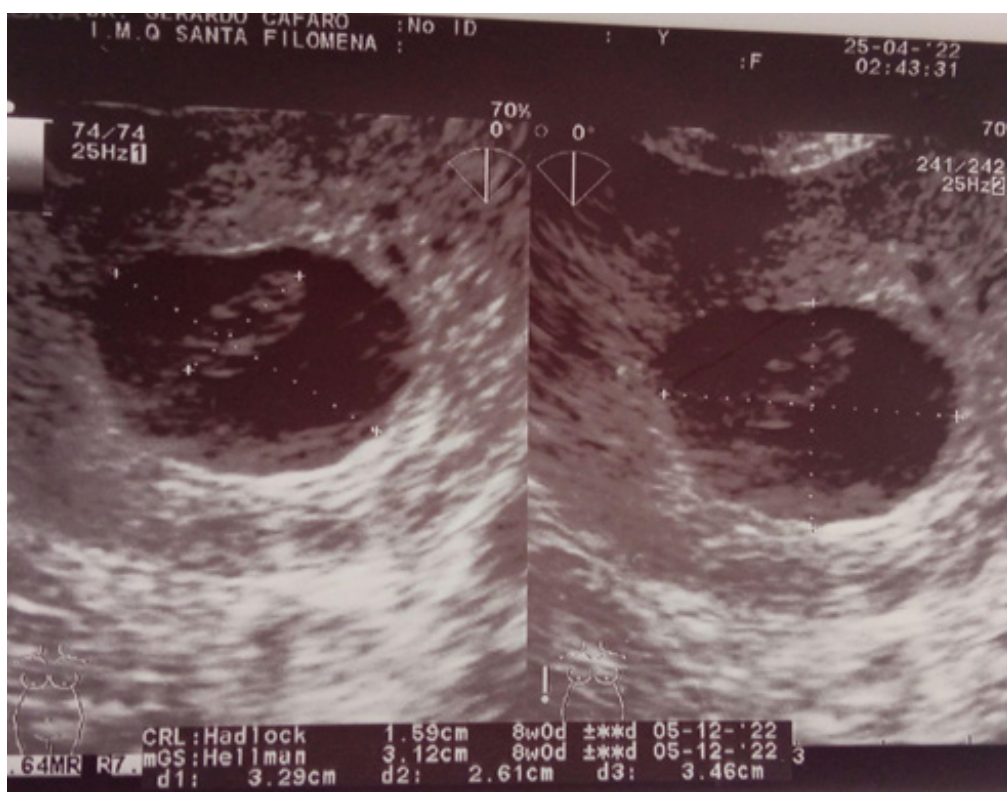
Ecografía entre la octava y la novena semana.
